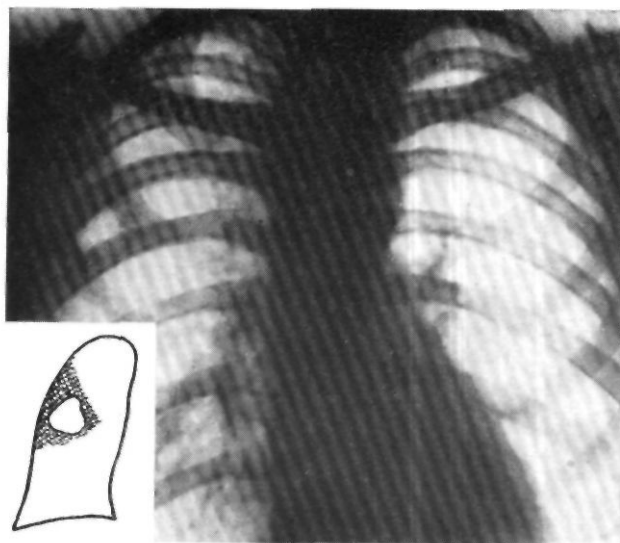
Рентгенограмма больного С-ва. Справа, латерально, на уровне второго межреберья, определяется округлая полость с фестончатыми очертаниями размером 4 х 5 см без горизонтального уровня жидкости и без выраженной воспалительной инфильтрации вокруг.
